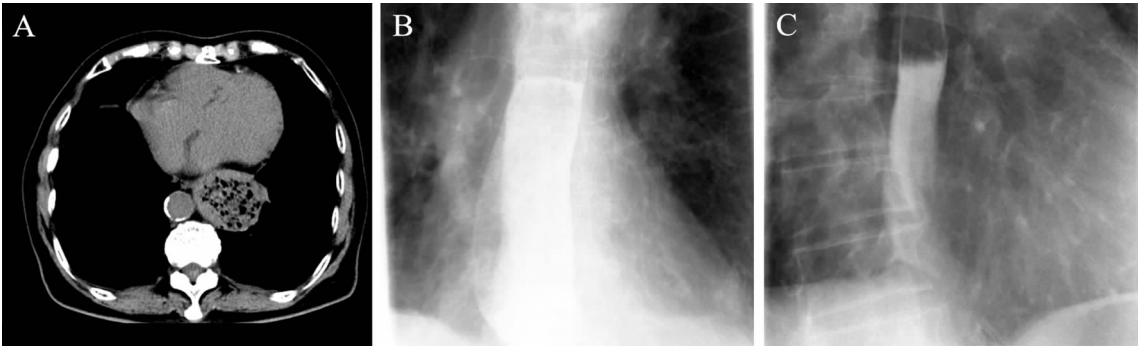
一例老年食管异物梗阻患者 CT 及食管碘水造影图
